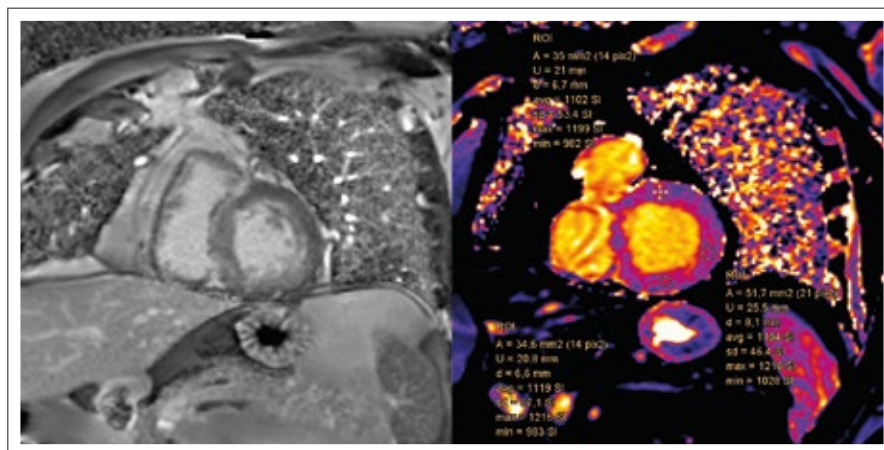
Magnetresonanztomographie: Hypertrophierter linker Ventrikel mit diffuser Anreicherung in der Late-Gadolinium-Enhancement-Sequenz (links) und Erhöhung im T1-Mapping auf > 1100 SI (rechts) passend zum Befund einer kardialen Amyloidose.
